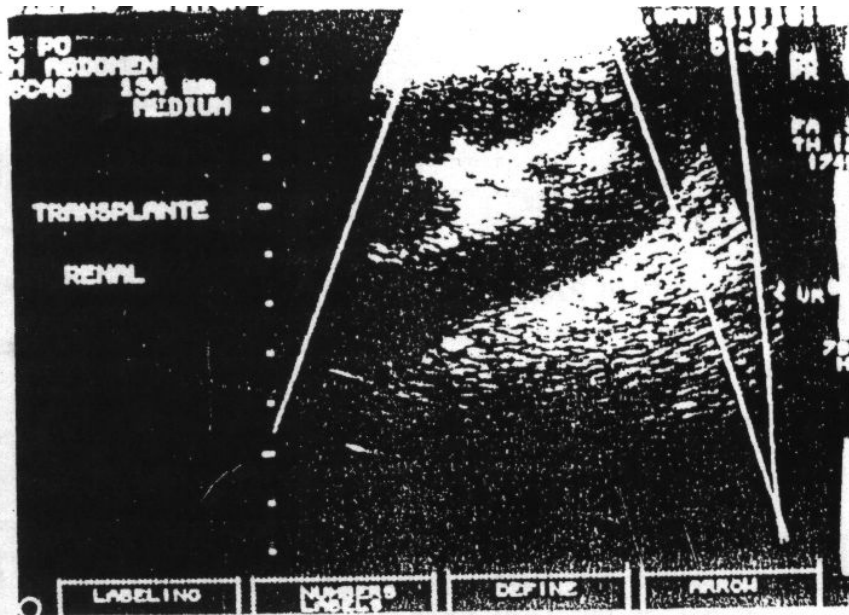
Eco-Doppler Colorido de pacientes com rejeição aguda. Note a acentuada diminuição do mapeamento a cores do fluxo e a dificuldade de visualização das artérias do parênquima renal.
